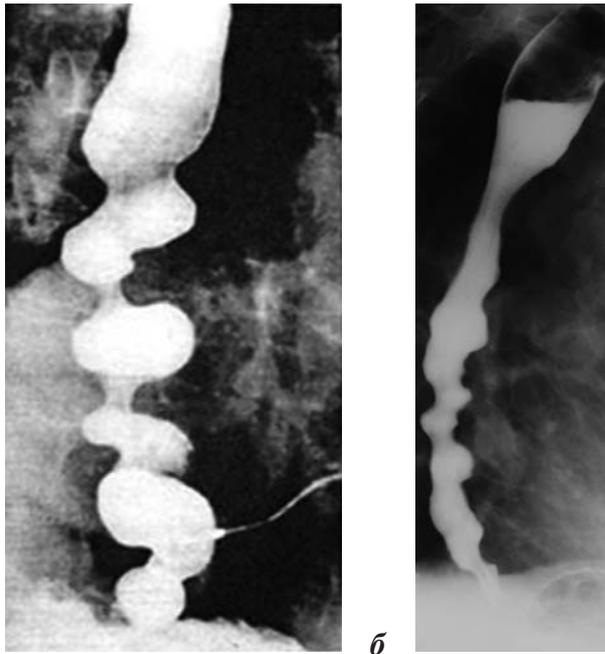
Рентгенограммы (а, б): диффузный эзофагоспазм (синдром Баррони–Тешендорфа) – штопорообразная деформация пищевода
